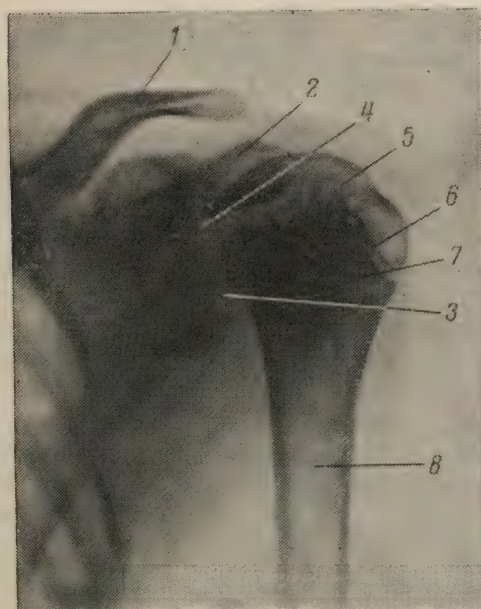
Рентгенограмма плечевого сустава юноши 16 лет (задняя проекция).
